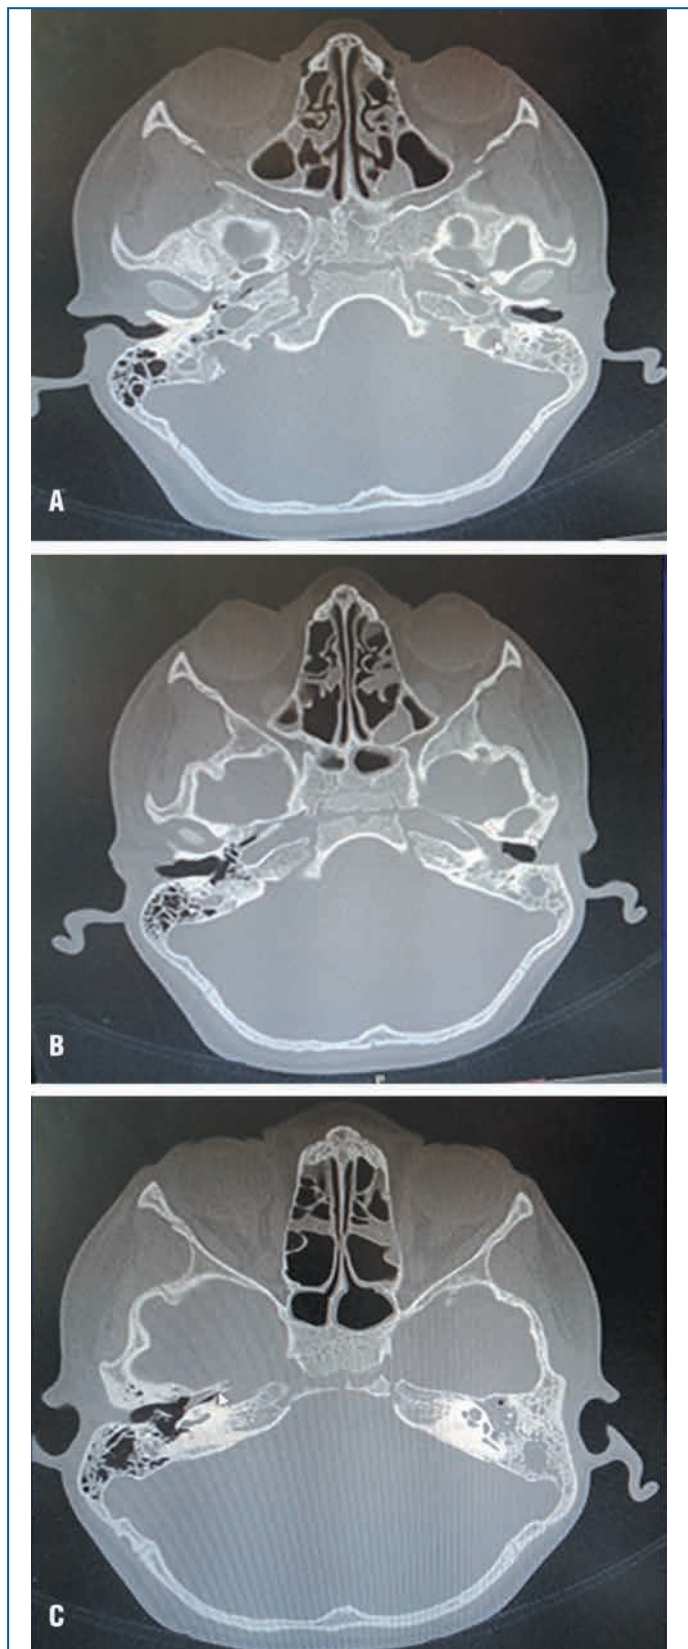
Данные КТ пациента Л. перед операцией.
